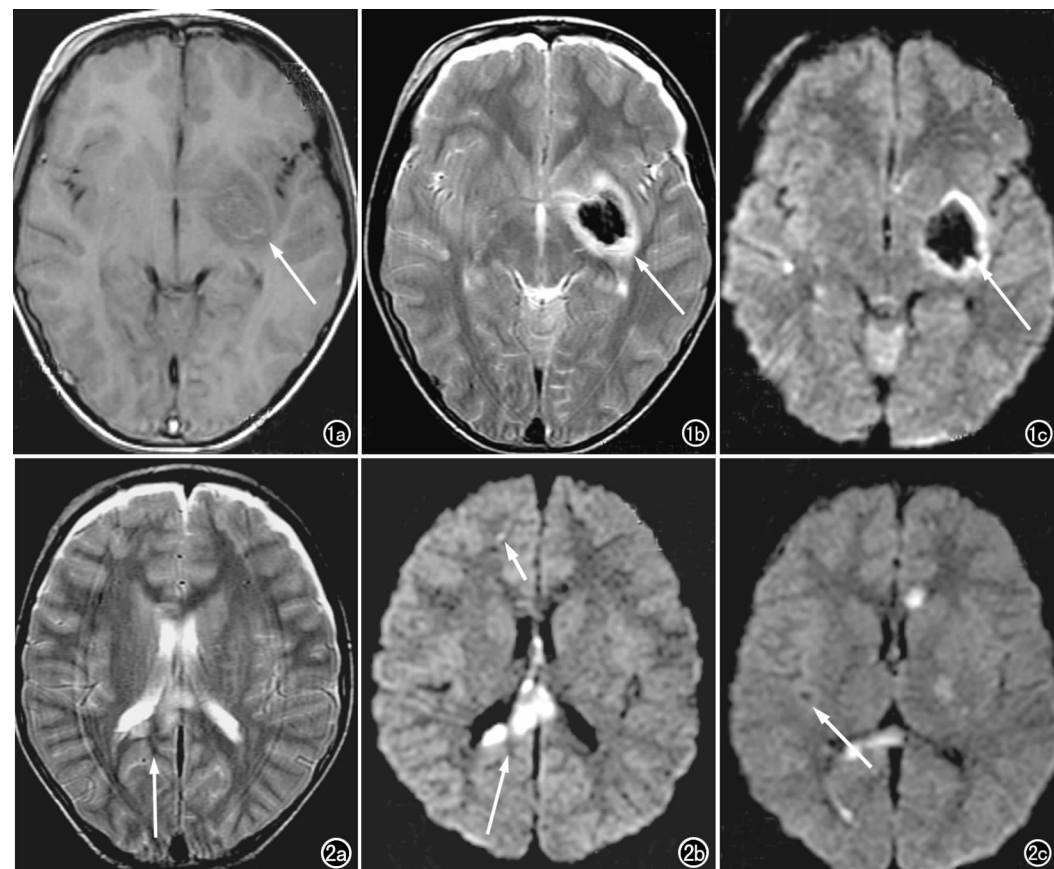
左基底节血肿。a) SE T_1 WI 示血肿呈等低混杂信号伴稍低信号水肿带环绕(箭); b) SE T_2 WI 示血肿表现为极低信号伴周围高信号水肿带(箭); c) DWI 示血肿周边水肿带更亮白、血肿区为极低信号(箭)。图 2 胼胝体损伤。a) SE T_2 WI 示脑脊液呈高信号, 胼胝体压部见模糊片状高信号水肿灶(箭); b) DWI 示脑脊液信号消除, 胼胝体压部水肿灶清晰(长箭), 透明隔见小细条状水肿病灶, 右额叶见一个点状小水肿灶(短箭); c) DWI 示胼胝体膝部和压部、右枕叶及左侧基底节水肿灶呈斑片状高信号或稍高信号, 左额叶见斑点状低信号出血灶(箭)。
